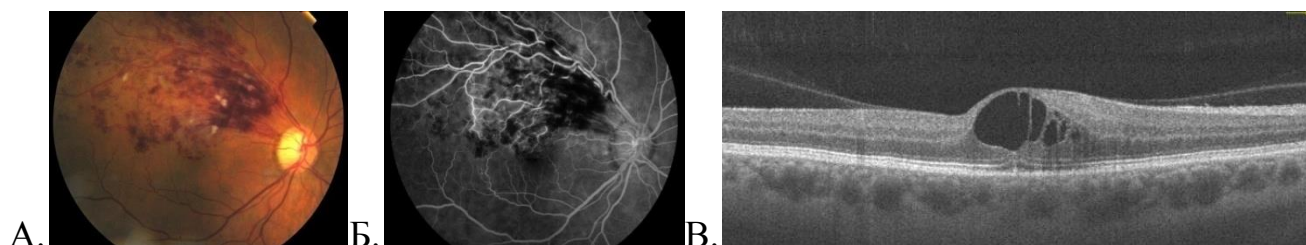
Офтальмоскопическая картина глазного дна (А), флюоресцентная ангиограмма (Б) и картина оптической когерентной томографии (В) у пациента с окклюзией верхней височной ветви ЦВС
